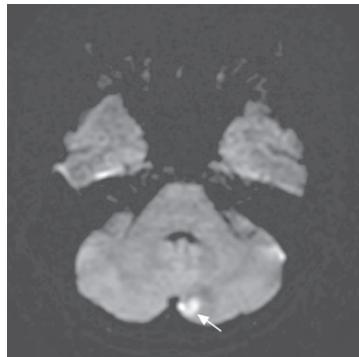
女, 56岁, 主因发热 1周, 头痛、头晕伴恶心、呕吐 3d 入院, 既往有 SLE 病史 5年, 间断口服强的松片, 头 MRI DWI 显示左侧小脑小片状高信号影(箭头所示)
